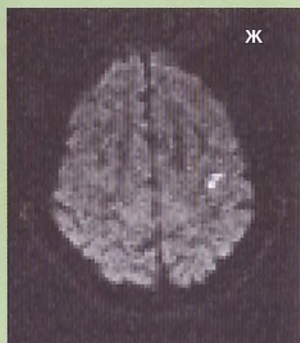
Инфаркт в зоне Брока вследствие расслоения левой внутренней сонной артерии (МРТ):
